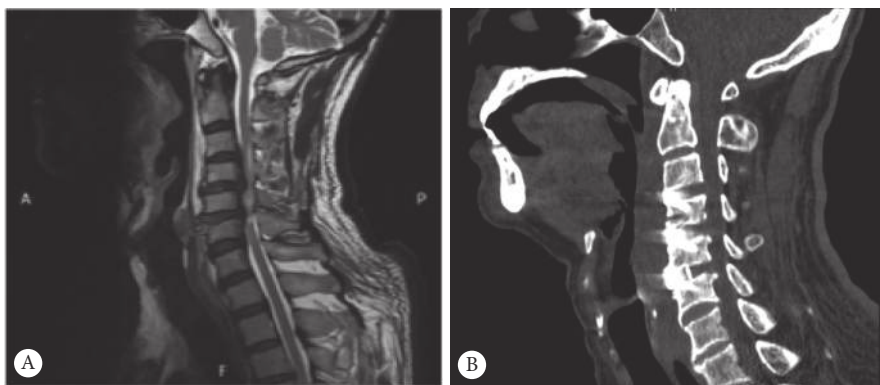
脊髓损伤患者术前磁共振(A)和术后8个月的CT(B),均为rTMS治疗前
